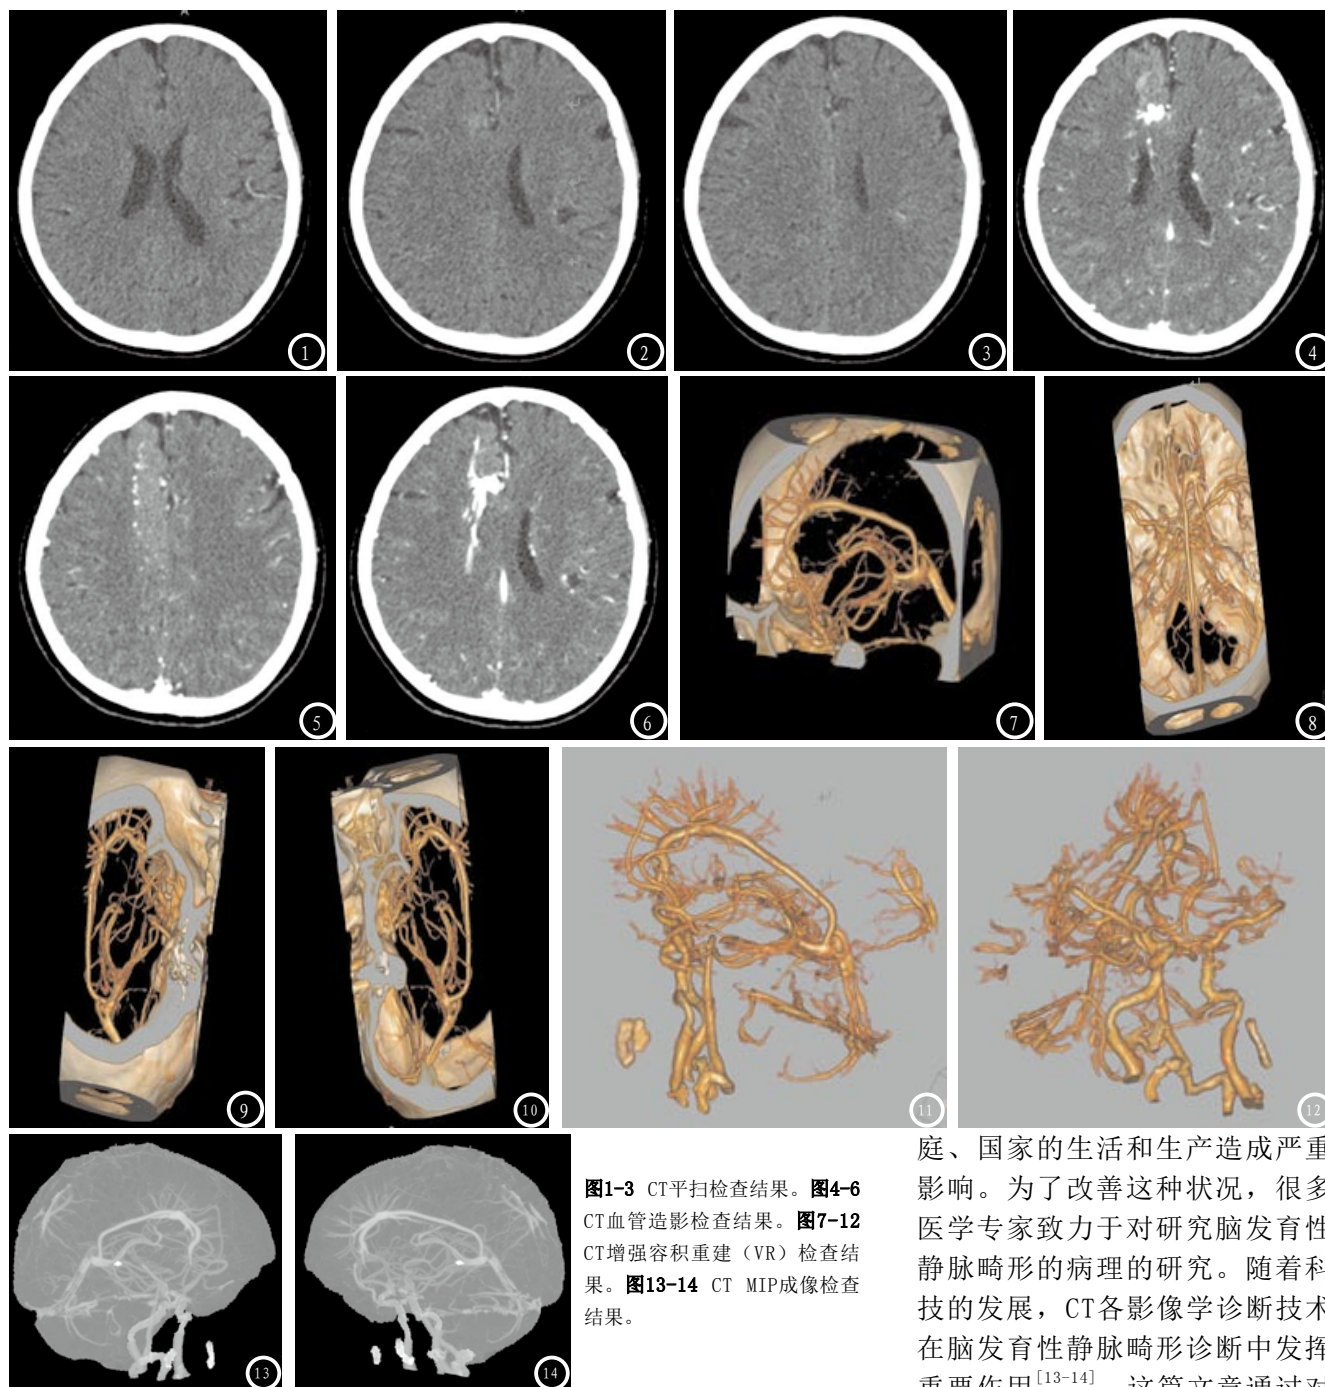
CT平扫检查结果。图4-6 CT血管造影检查结果。图7-12 CT增强容积重建 (VR) 检查结果。图13-14 CT MIP成像检查结果。
